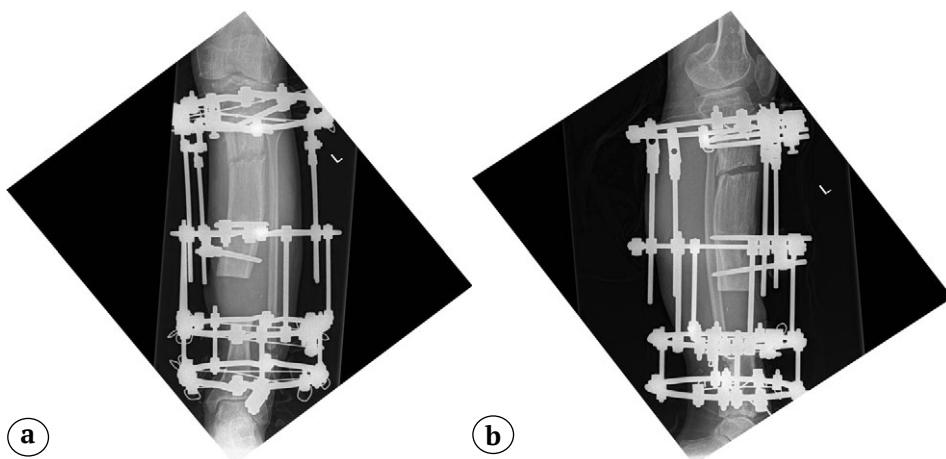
AP (a) and lateral X-rays (b) at the beginning of bone transport. Note the patella height continues to get worse (b)
